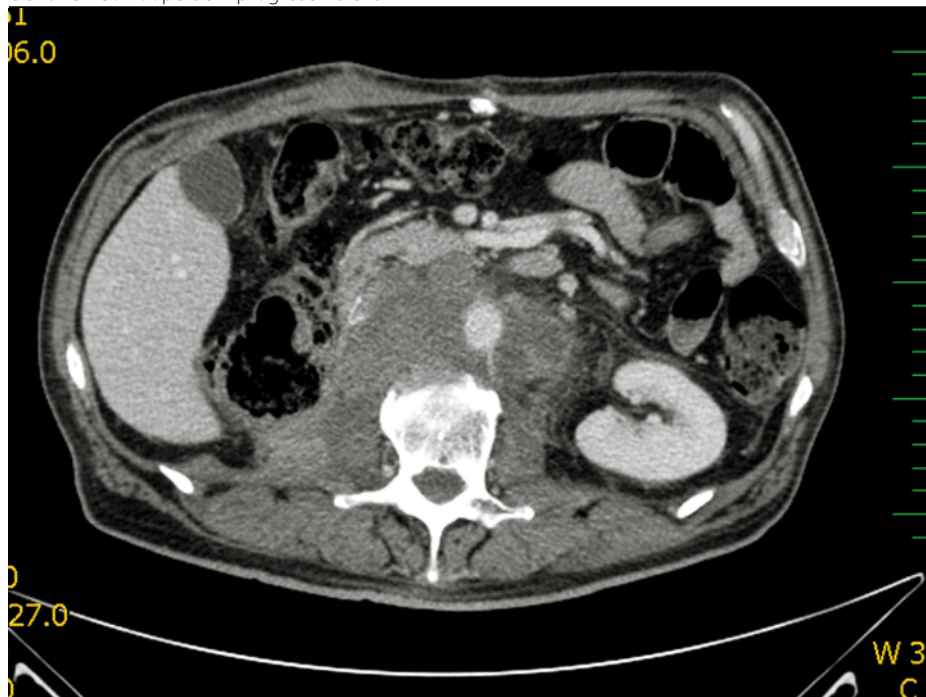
Vstupní CT vyšetření
